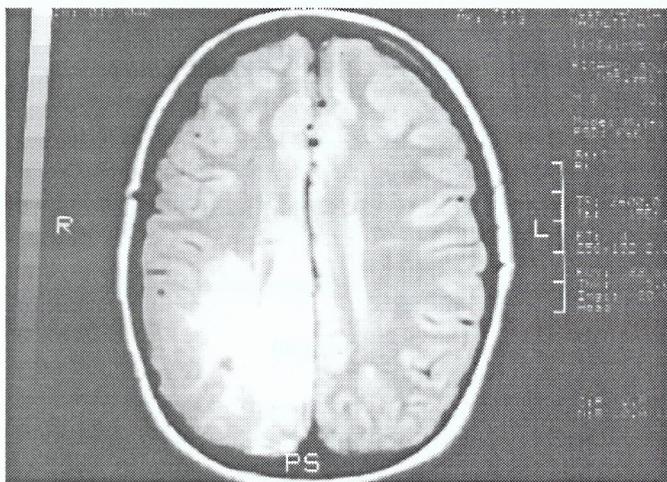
RM (DP,Axial) mostra extensa área subcortical hiperintensa temporo-parietal direita sugerindo lesão infiltrativa.
